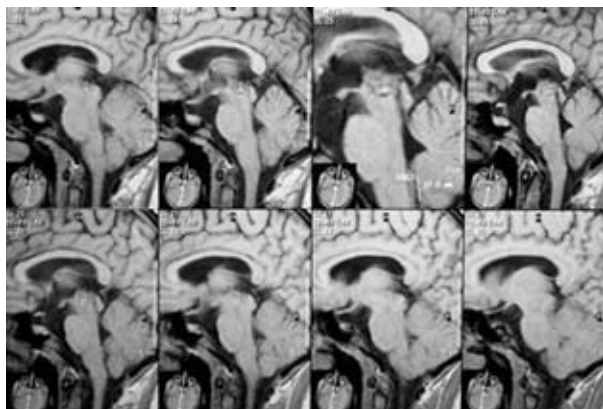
Магнитно-резонансные томограммы головного мозга. Сагиттальная проекция. Фибриллярно-протоплазматическая астроцитома среднего мозга
